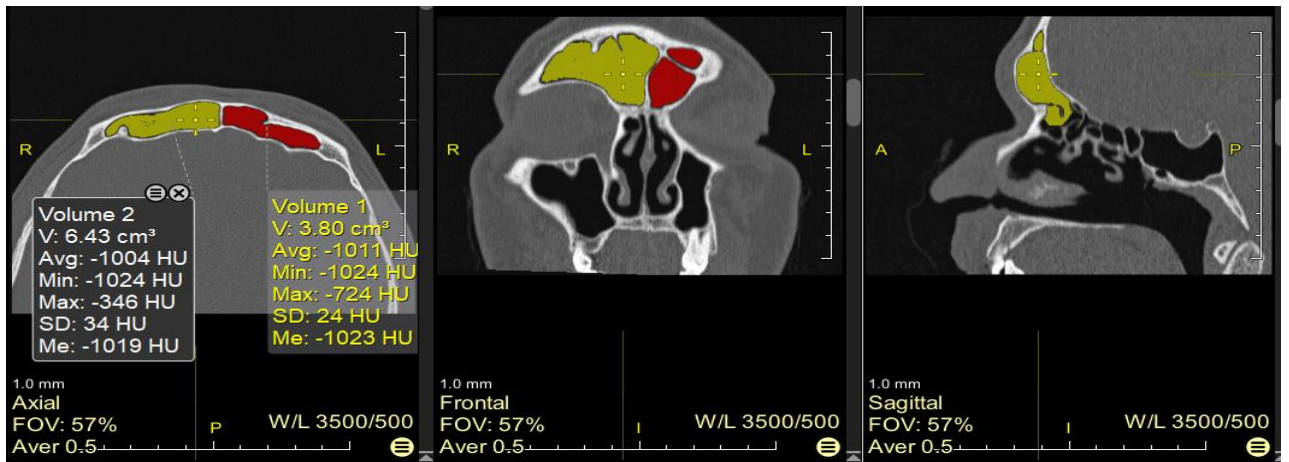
Оцінка кісткового сполучення правої лобової пазухи з передніми решітчастими комірками у фронтальній та сагітальній площинах на зрізах комп'ютерної томограми жінки 54 років.
